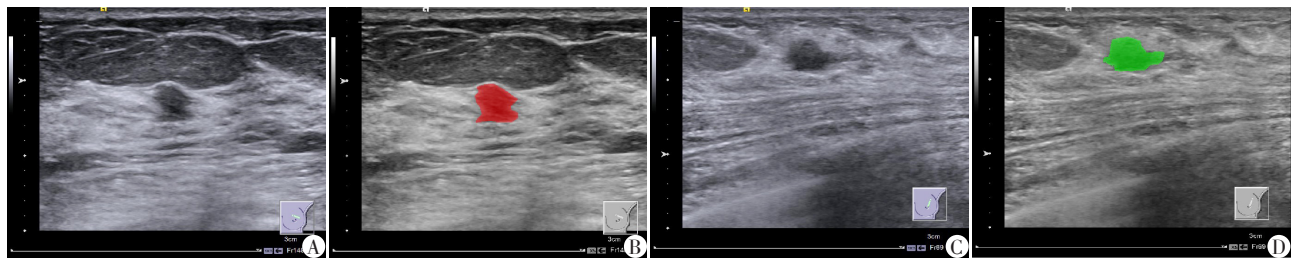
乳腺良恶性微小病变ROI标记前后的超声影像
